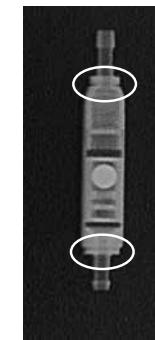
Röntgenaufnahme des paedigAV (9/24 cmH<sub>2</sub>O)
